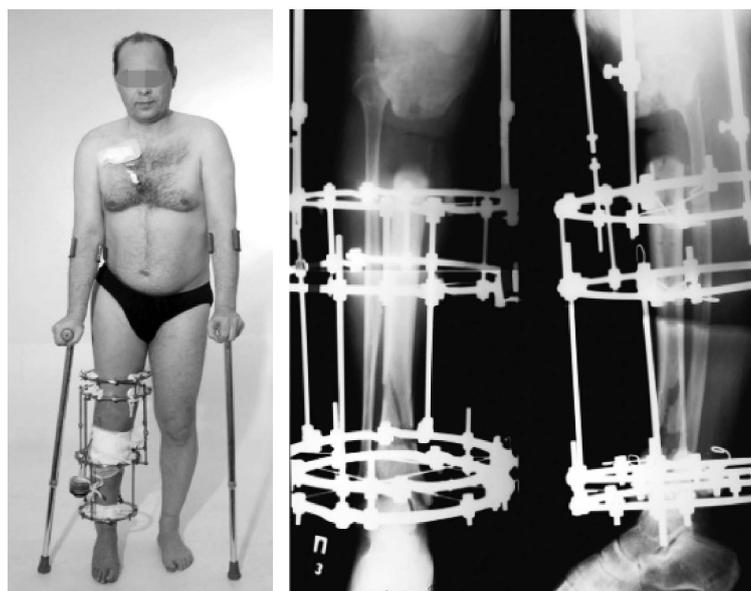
Фото и рентгенограмма костей правой голени больного Ш., 42 лет, период дистракции
